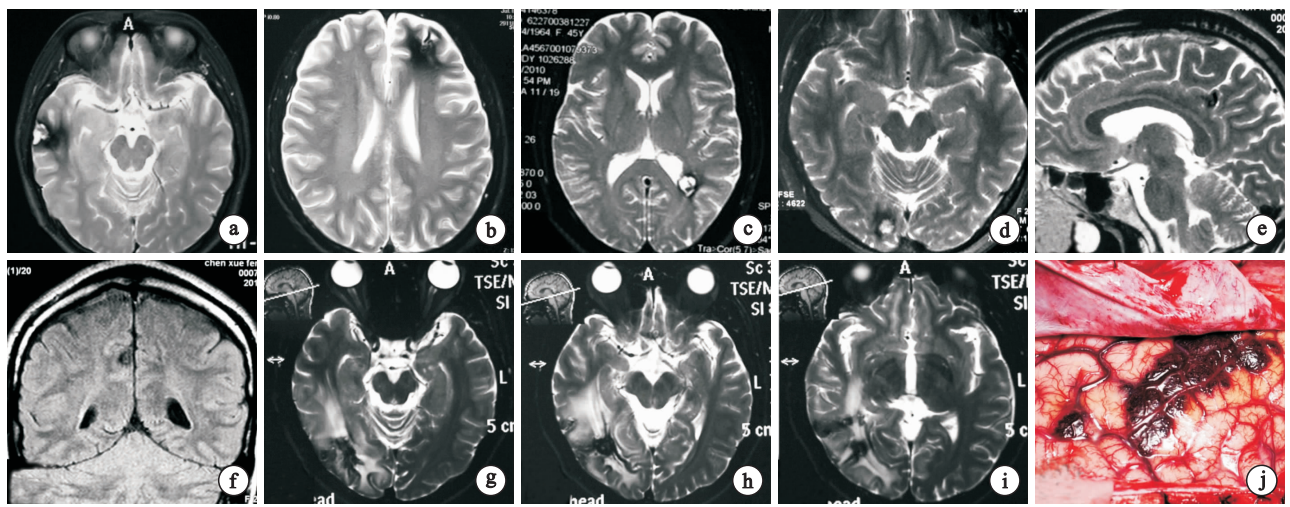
不同部位的海绵状血管瘤在MRI影像学上的表现 a 颞叶病变;b 额叶病变;c 顶叶病变;d 枕叶病变;e、f 右侧扣带回病变;g~i 1例涉及右侧颞、顶、枕叶的多脑叶病变;j 为(g~i)患者术中片
